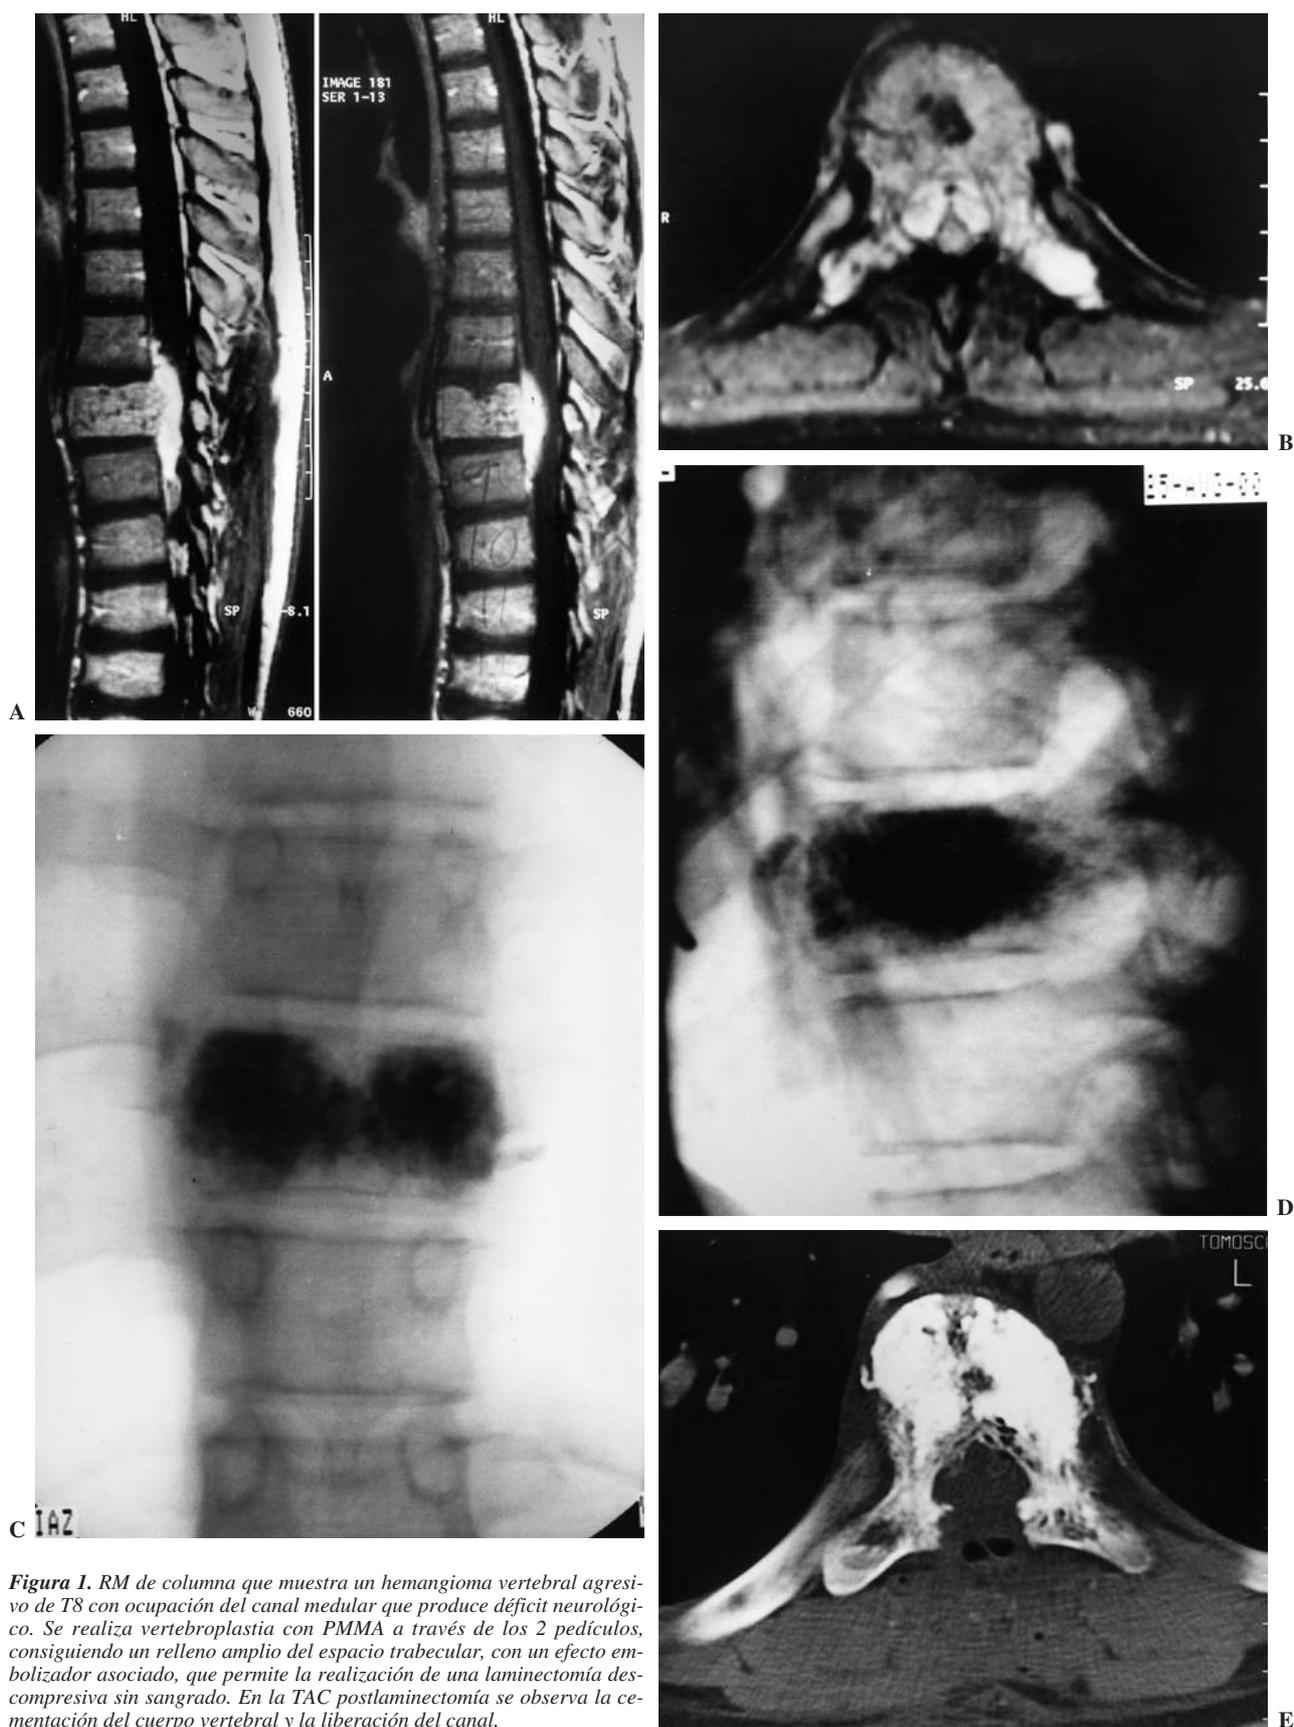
RM de columna que muestra un hemangioma vertebral agresivo de T8 con ocupación del canal medular que produce déficit neurológico. Se realiza vertebroplastia con PMMA a través de los 2 pedículos, consiguiendo un relleno amplio del espacio trabecular, con un efecto embolizador asociado, que permite la realización de una laminectomía descompresiva sin sangrado. En la TAC postlaminectomía se observa la cementación del cuerpo vertebral y la liberación del canal.
